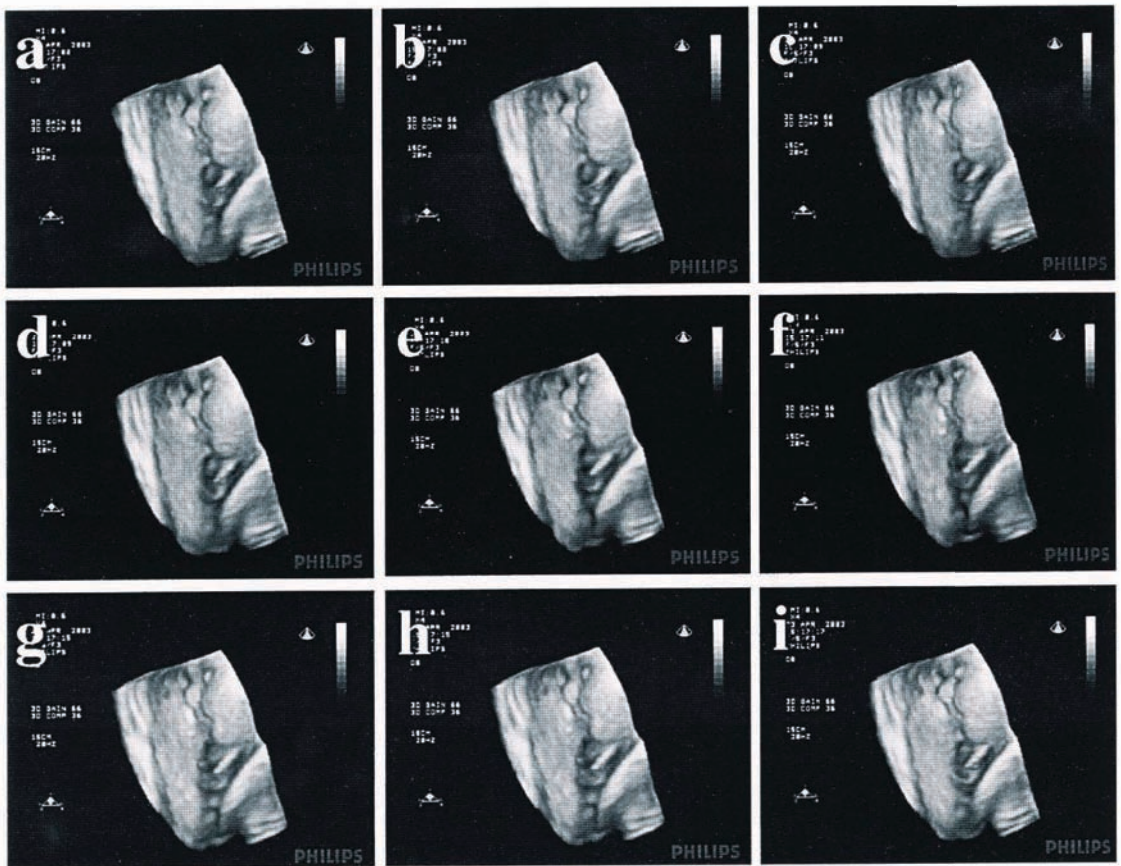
4次元超音波による胎児の眼球運動の観察 (eye movement) (a→i)
